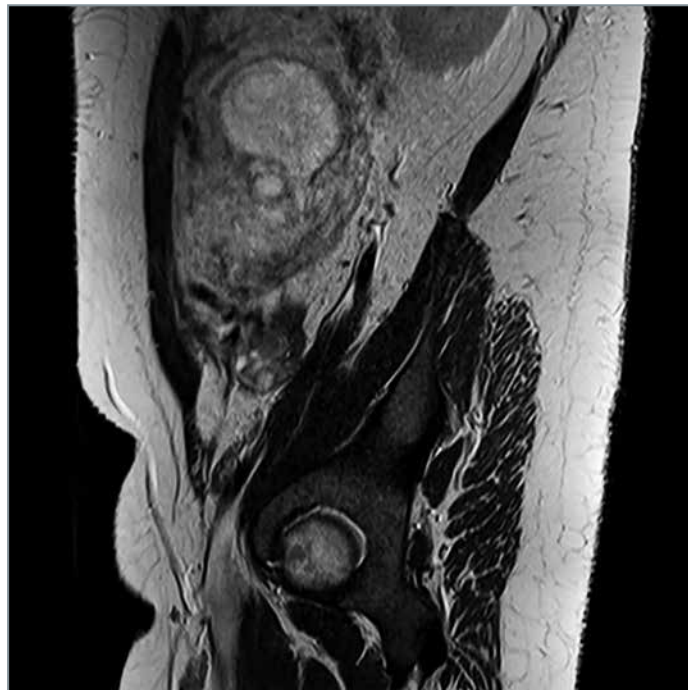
Данные МРТ брюшной полости и малого таза пациентки П. (описание в тексте)
